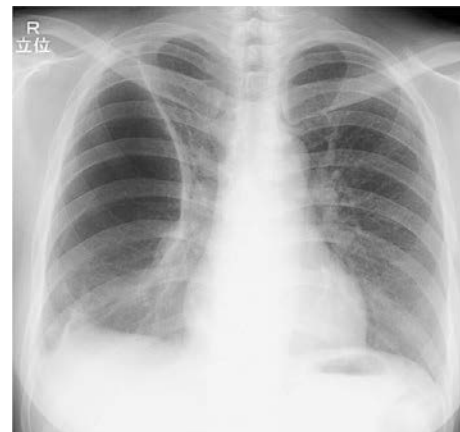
Chest radiograph obtained in 20XX+5 showing a giant bulla measuring 114.5×72 mm in size.
